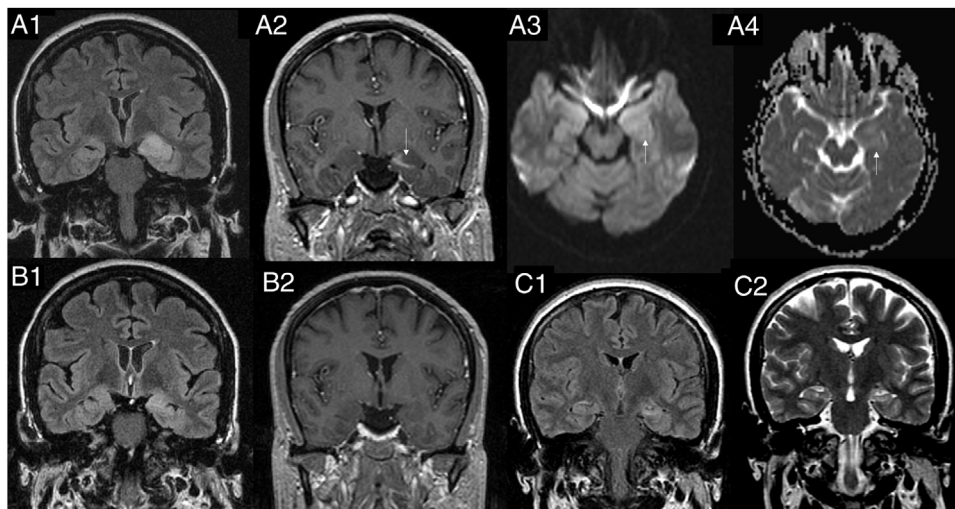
Evolución de los cambios estructurales asociados a estatus epiléptico. Paciente que presenta por primera vez estatus epiléptico (SE) sin antecedentes previos de epilepsia. Las imágenes A1 a A4 corresponden al estudio inicial. Las imágenes B1 y B2 corresponden al mes después de la recuperación del SE y las imágenes C1 y C2 corresponden al estudio longitudinal al cabo de 1 año. A1) FLAIR coronal a nivel de hipocampos, donde se observa una lesión hiperintensa tumefacta que afecta a la cabeza del hipocampo y la amígdala y parece extenderse hacia el córtex parahipocámpico y fusiforme izquierdo. A2) T1 con contraste en coronal, donde se observa una captación lineal en la cabeza del hipocampo (véase flecha). A3) Imagen ponderada en difusión axial, donde se observa un tenue aumento de señal en la región del hipocampo y amígdala izquierda (flecha). A4) Mapa de coeficiente de atenuación, donde se aprecia un aumento de la difusión en la región de la cabeza del hipocampo y la amígdala que sugiere presencia de edema vasogénico o intersticial. B1-FLAIR coronal y B2-T1 con contraste coronal a nivel de los hipocampos. Se observa una disminución del aspecto tumefacto del hipocampo, con persistencia de aumento de señal en FLAIR y ausencia de captación de contraste.
